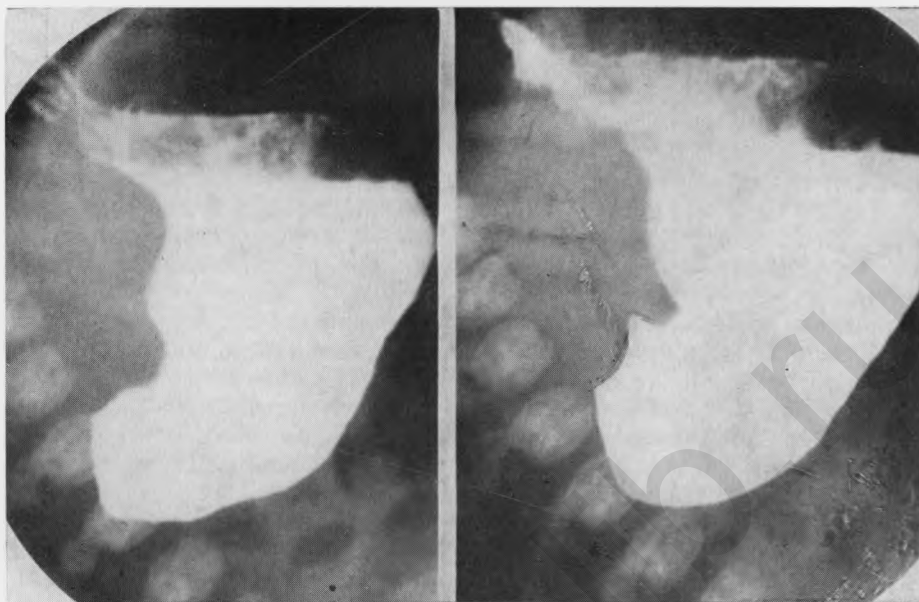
Рентгенограмма желудка при пилоростенозе
